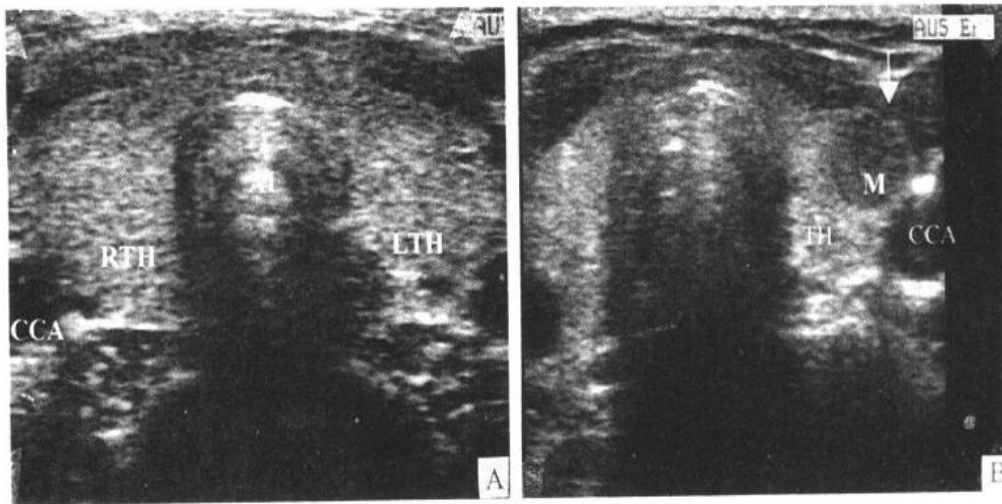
甲状腺及甲状腺腺瘤的 USG 表现
